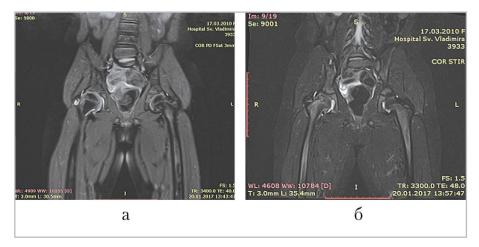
Магнитно-резонансные томограммы тазобедренных суставов, сканы во фронтальной плоскости: STIR (a) и PD Fat Sat (6) – болезнь Легга – Кальве – Пертеса левого тазобедренного сустава, I стадия
